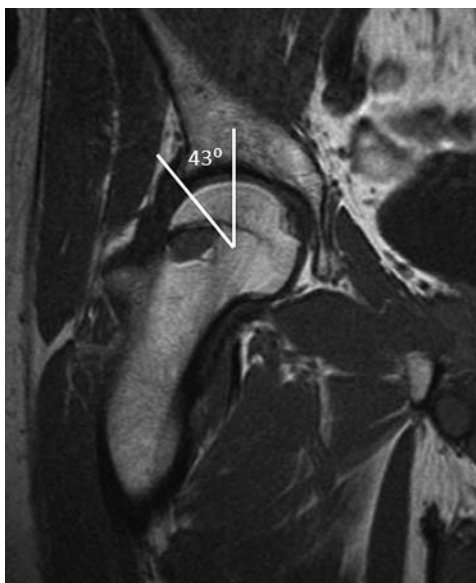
МР-томограмма правого тазобедренного сустава (T1ВИ, коронарная плоскость). Увеличение угла Виберга до 43° (норма до 39°). Избыточное покрытие головки бедренной кости крышей вертлужной впадины.
